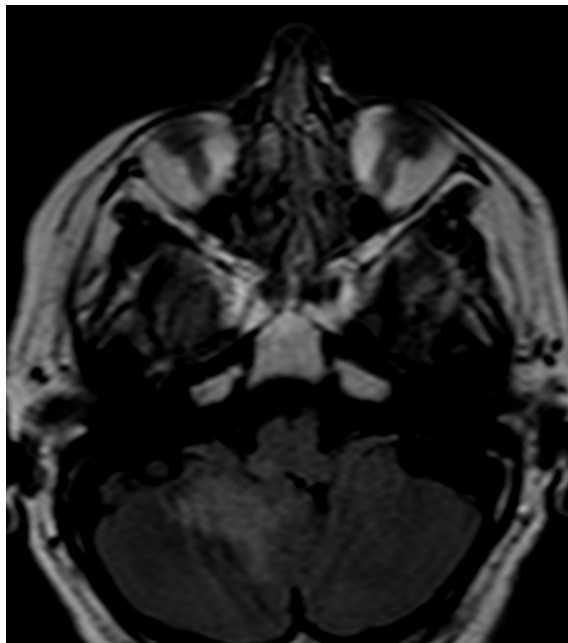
Resonancia magnética, secuencia T2, lesión hiperintensa difusa cerebelar derecha.
